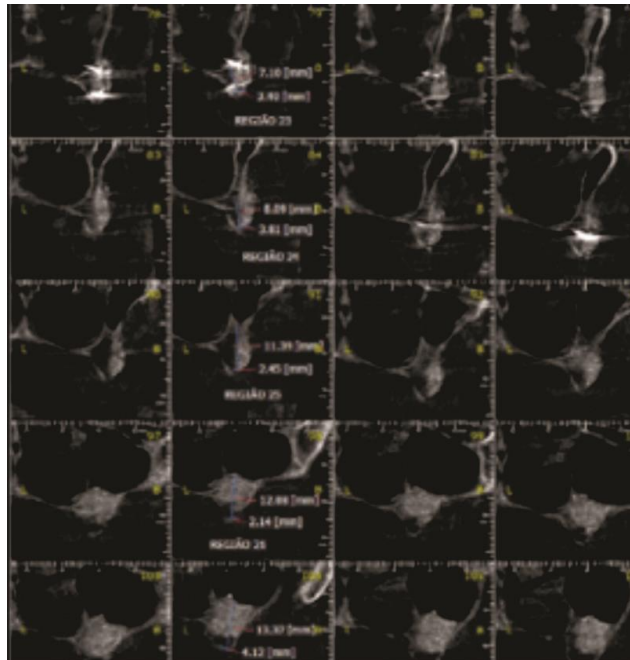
Consequente aumento tridimensional requerido em tomografia de 5 meses de pós-operatório.
